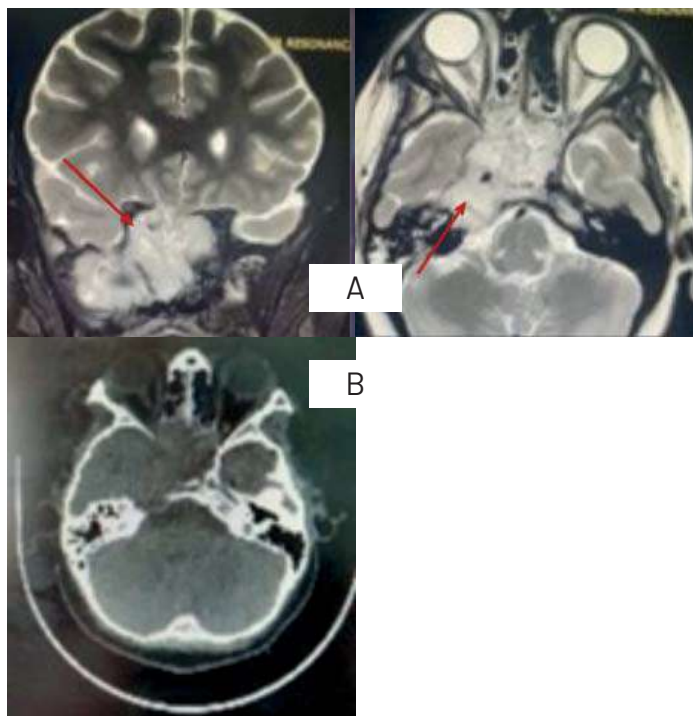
A: RM con gadolinio cortes axiales y coronales que muestran una lesion que realza al contraste con extensión intracraneal. B: TAC simple y contrastada corte axial que revela lisis ósea.
